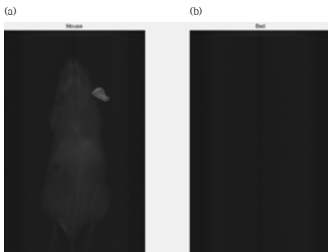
X선 raw 데이터 (a) 마우스 영상 (b) 마우스가 없는 순수 bed 영상
